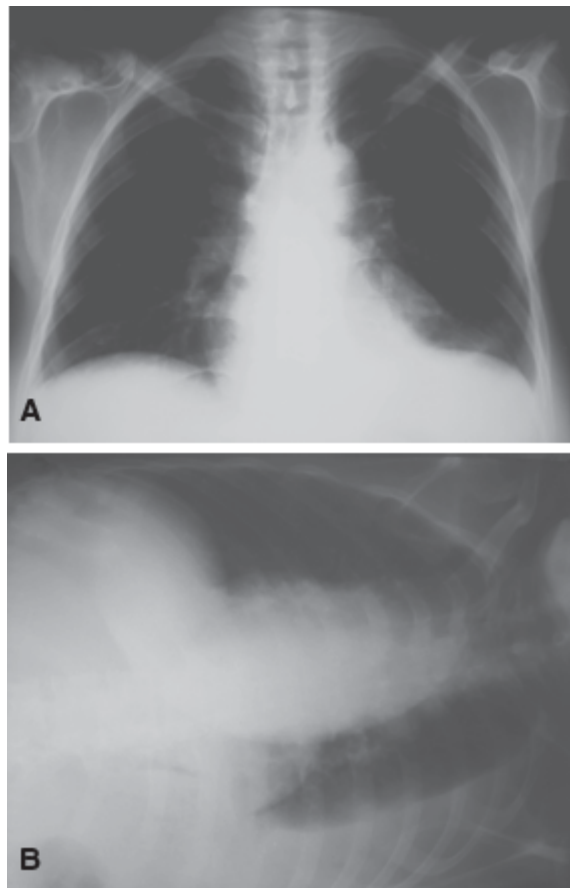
Derrame intrapulmonar. Radiografia do tórax na projeção posteroanterior à direita (A) e decúbito lateral esquerdo (B). Em A, observa-se leve redução do volume pulmonar à esquerda, podendo corresponder a elevação diafragmática ou derrame intrapulmonar. Em B, o mesmo paciente, avaliado em decúbito lateral esquerdo, em que foi confirmado derrame pleural livre.
